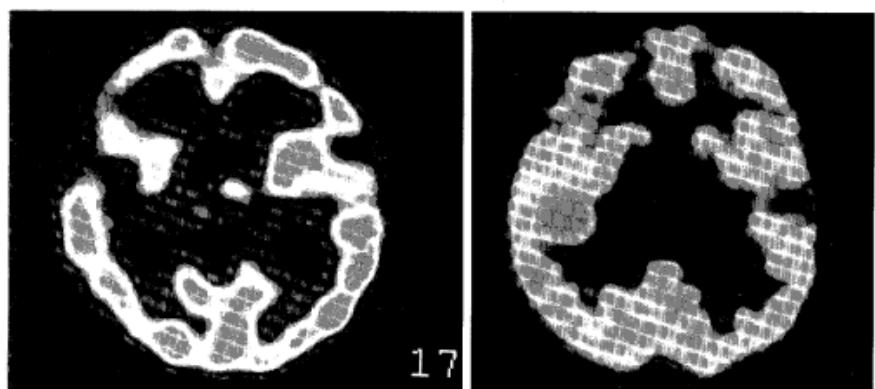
A) Brain SPECT demonstrates blood flows decrease in right thalamus and basal ganglia. B) PET shows attenuation of brain metabolism in bilateral hemispheres, especially in left temporal lobe and relative increasing in right frontal and occipital lobes.
